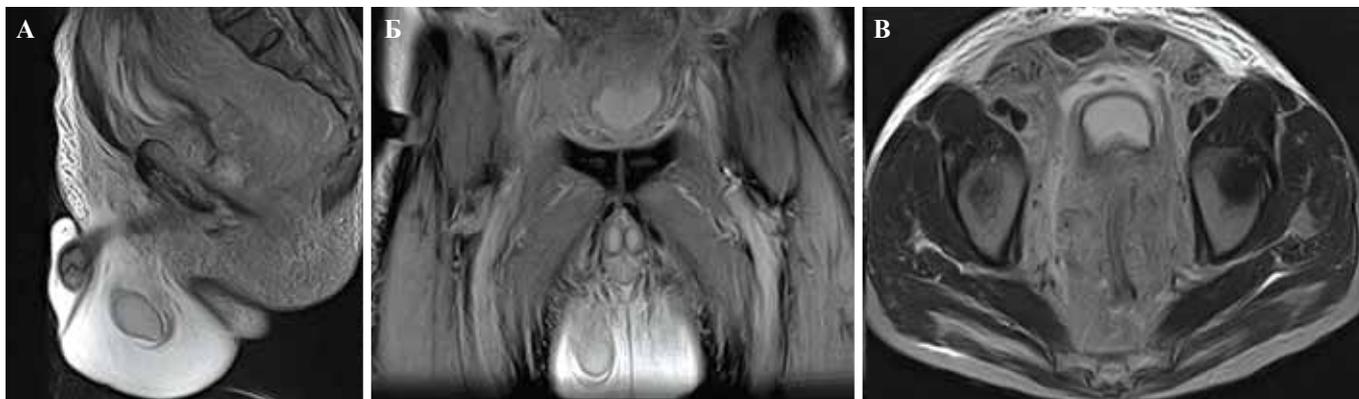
МРТ. А – сагитальное T2-ВИ. Инфильтративный процесс полости таза, промежности, передней брюшной стенки, гидроцеле. Б – корональное T1 FS изображение. Отек мягких тканей нижних конечностей, мошонки. В – аксиальное T2 FS изображение. Распространение инфильтративного процесса на переднюю брюшную стенку, жидкостные скопления в полости таза. Нечеткие границы мочевого пузыря, трудность дифференцировки предстательной железы.
